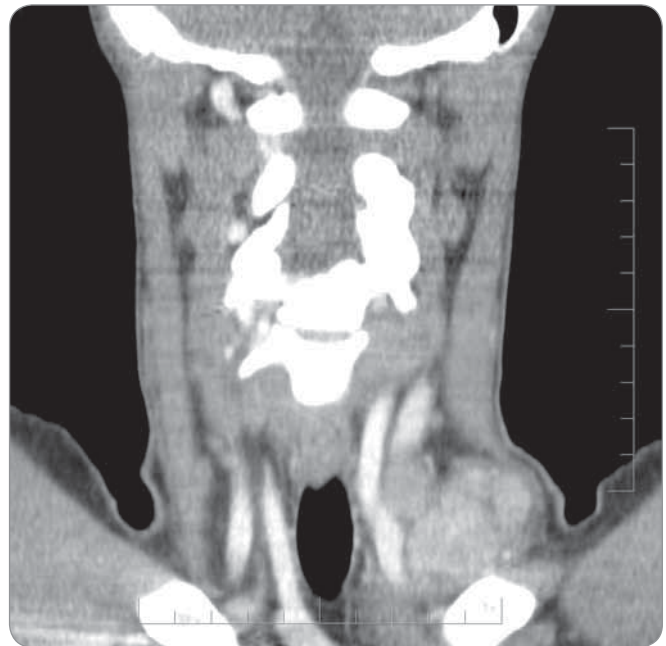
CT scan showing disease progression in supraclavicular region.
